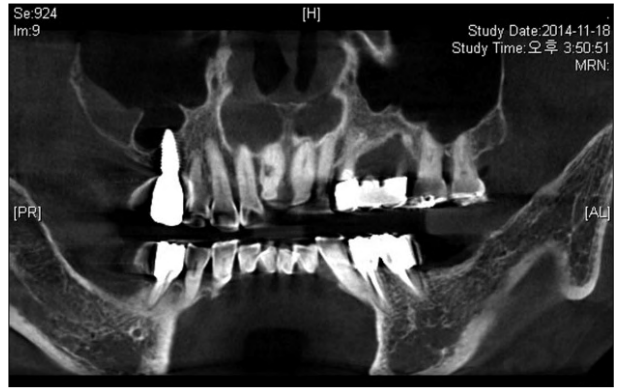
Initial Cone Beam Computed Tomogram.
